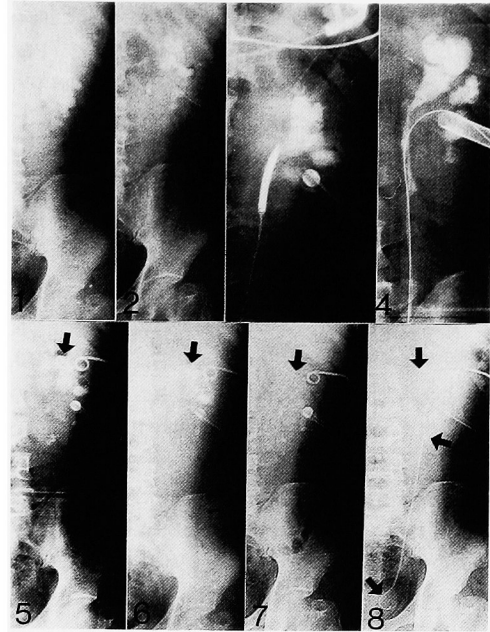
Left complete staghorn calculi on X-rays in case 2. 1, preoperative X-ray. 2, X-ray showing residual stones in the lower pelvis after the 1st PNL-session and the 1st ESWL-session. The stone in the upper pelvis showed no change. 3, 4, ESWL with ureteral dilatation and PNL by percutaneous tract in the lower pelvis treating the upper pelvic stone was unsuccessful. 5, 6, 7, almost all stones disappeared after 6 days of therapeutic irrigation with tromethamine solution by two percutaneous tracts and 5 ESWL-sessions. 8, a ureteral stent was introduced into the ureter and nephrostomy tubes were withdrawn.
